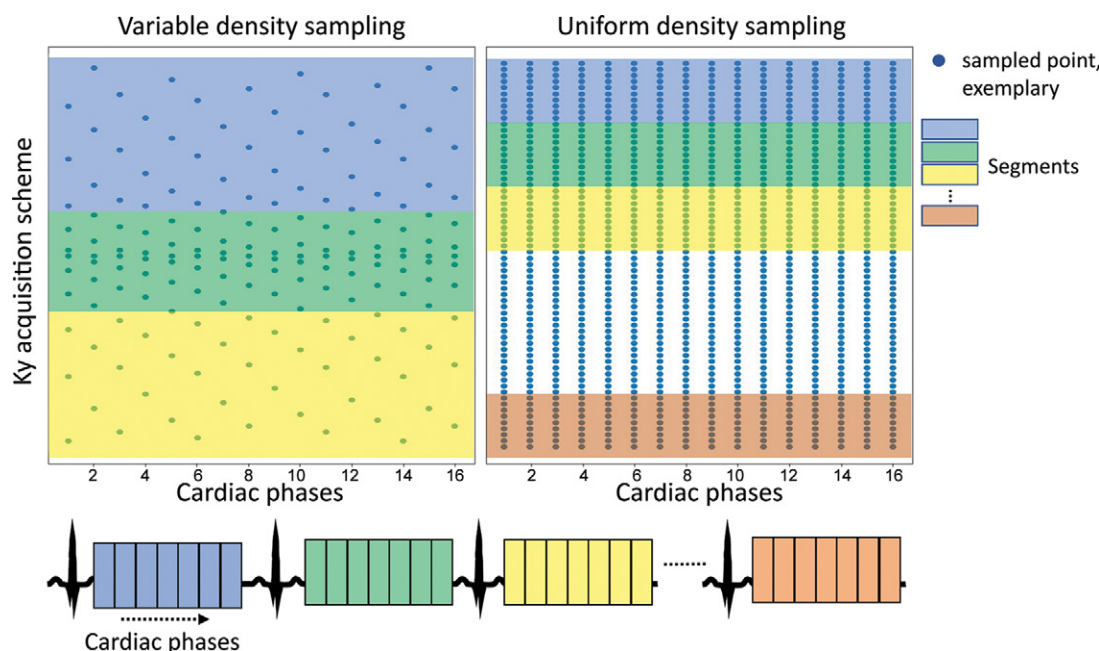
Visualization of acquisition schemes. For a cardiac MRI cine acquisition, the k-space is divided into segments (colored boxes), and each segment needs to be sampled in all cardiac phases, as seen in the lower part of the figure. For a standard sequence (right), the k-space is sampled uniformly, resulting in the segments having equal size. For variable density sampling (left), the outer k-space segments have fewer points, and hence, a larger segment can be acquired within the same time. The segment size is adjusted to the sampling density, resulting in fewer segments overall and hence, an accelerated acquisition.
